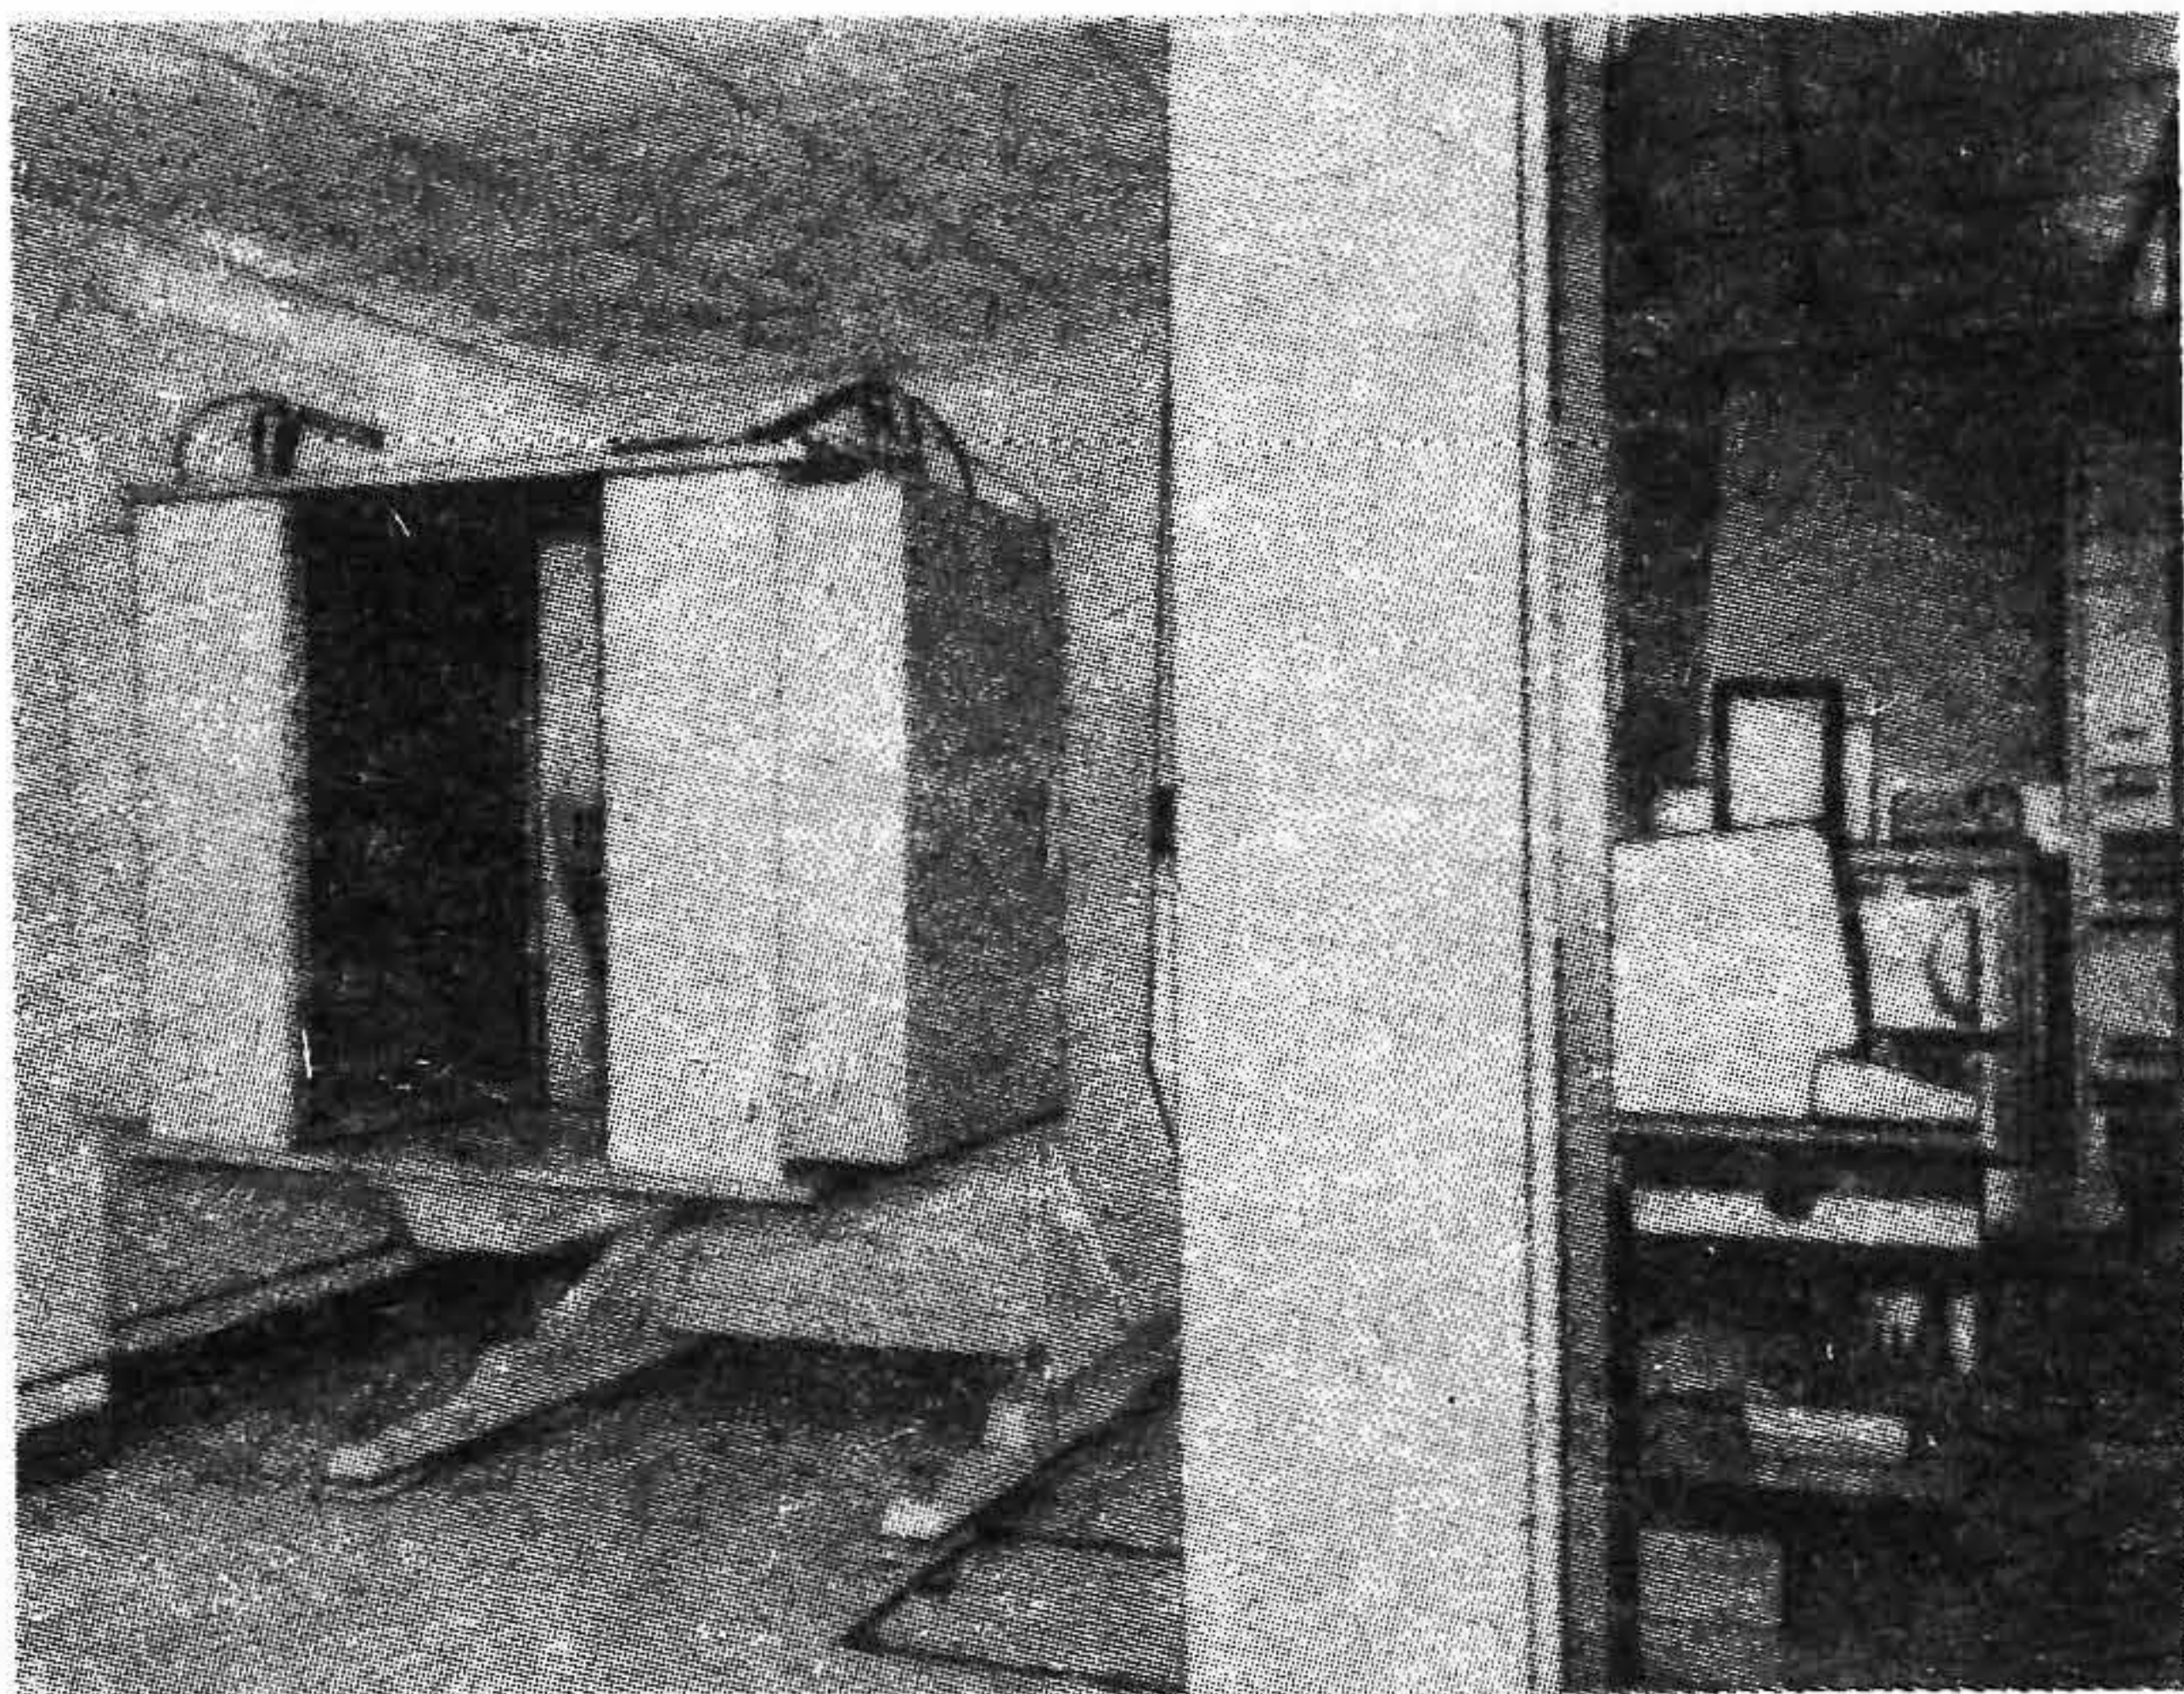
Клиническая ПЭТ-система с многопроводными пропорциональными детекторами типа MUP-PET в Королевской больнице им. Марсдена (г. Саттон, Великобритания).
